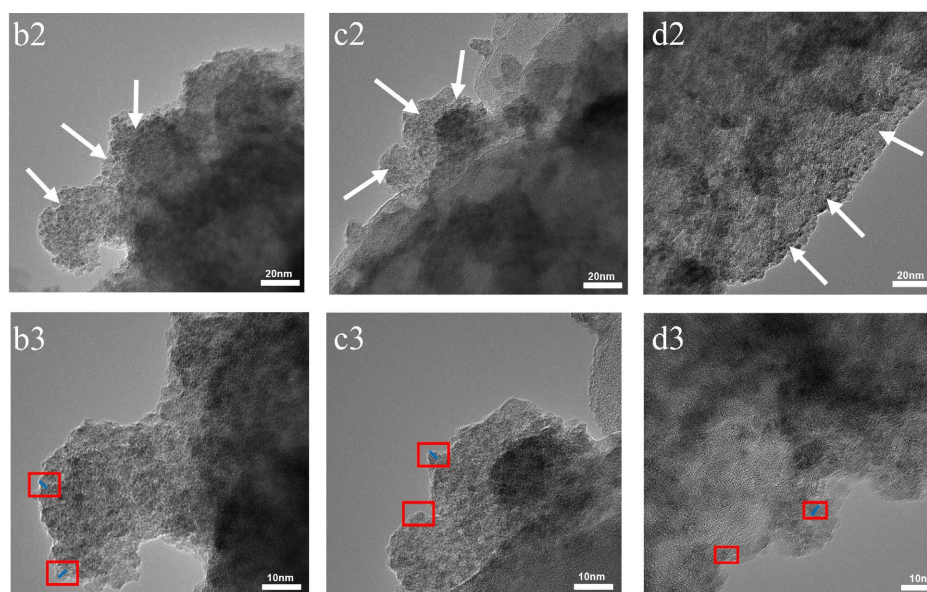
TEM images of MBG modification and anchoring reactions with different concentrations of CNPs: (a1~a3) MBG, MBG-NH₂, MBG-TK; (b1~b3) 1CNPs@MBG; (c1~c3) 2CNPs@MBG; (d1~d3) 3CNPs@MBG
